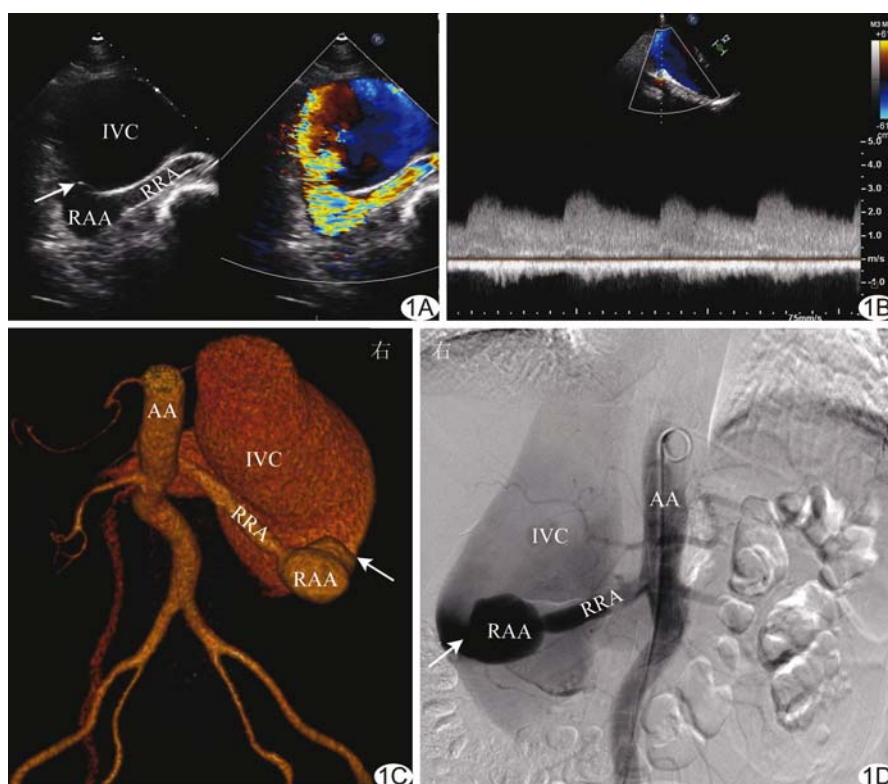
肾动脉残端-下腔静脉瘘影像学表现 A. 超声示全心动周期肾动脉残端向下腔静脉分流(箭示瘘口); B. 瘘口处血流频谱; C. 右肾动脉 CTA 三维重建(箭示瘘口); D. 右肾动脉血管造影(箭示瘘口) (AA: 腹主动脉; RRA: 右肾动脉; RAA: 肾动脉瘤; IVC: 下腔静脉)
